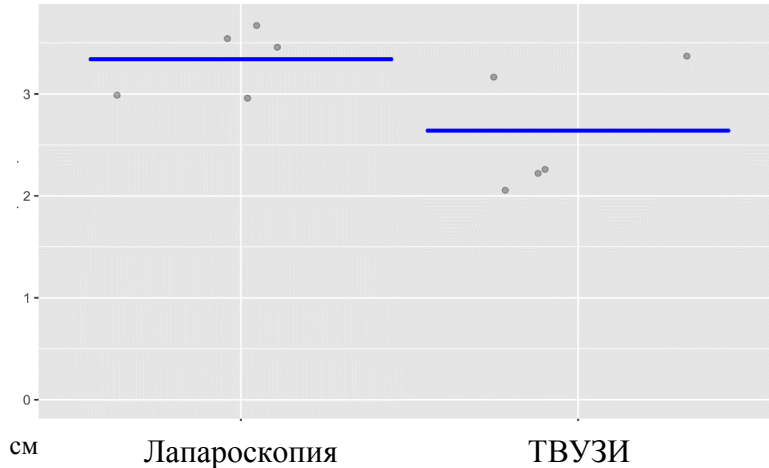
Сравнение размеров эндометриoidных очагов у пациенток II подгруппы по данным ТВУЗИ и лапароскопии.
